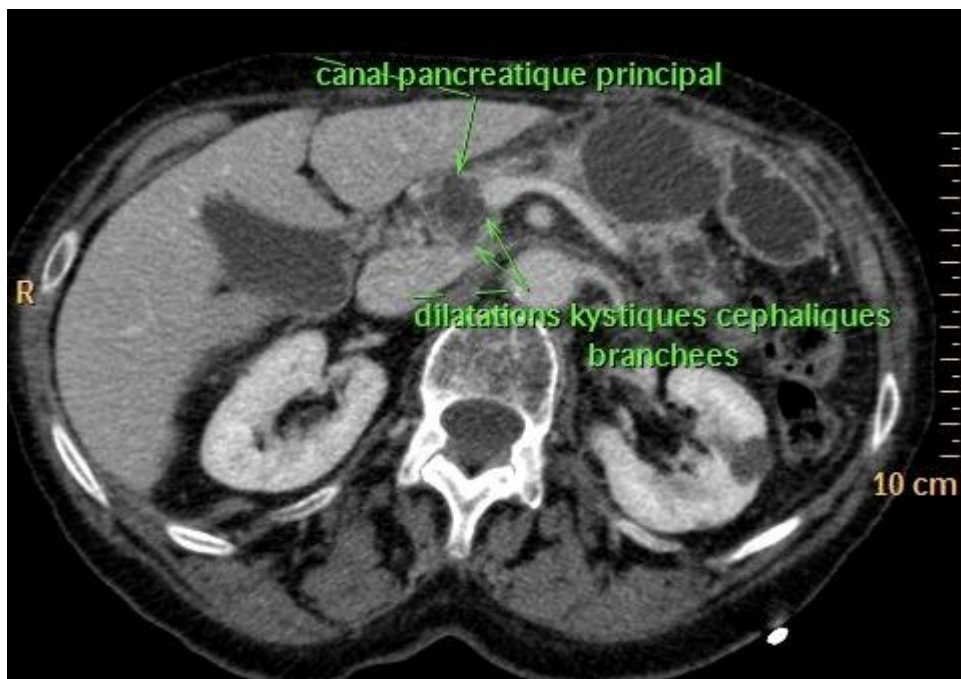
TDM montrant des dilatations kystiques des canaux secondaires branchés sur le canal pancréatique principal de diamètre normal.
